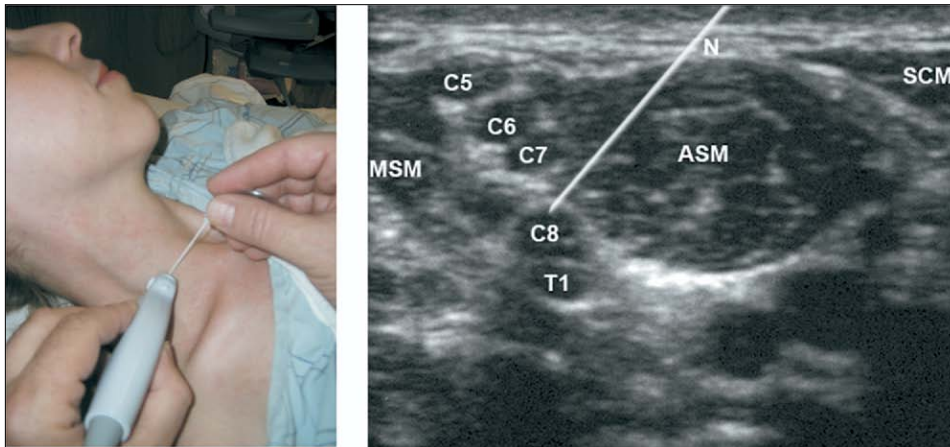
(107) bloc interscalénique à l'échographie (A) dans l'exemple, l'aiguille est introduite par voie antérieure, la sonde est positionnée dans un plan oblique axial. (B) échographie
